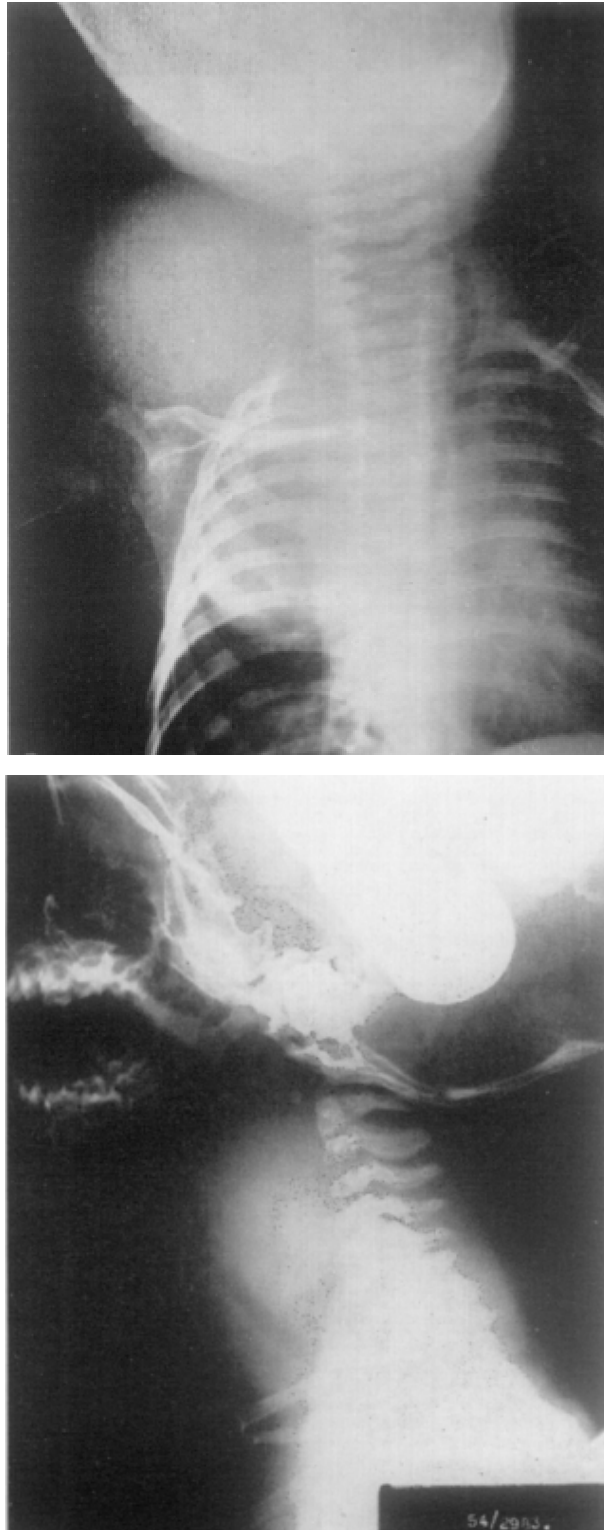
Hygroma kystique cervical avec extension médiastinale et déplacement trachéal sur radiographie conventionnelle.
